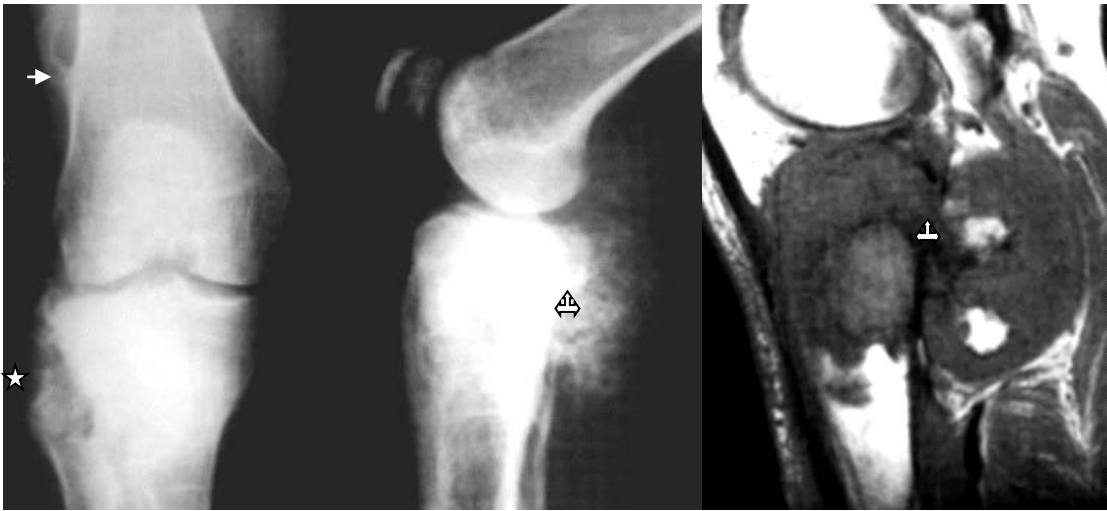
Рентгенограми в прямій і бічній проекціях і МРТ T233 у сагітальній площині. Вторинна хондросаркома, що розвилася з кістково-хрящового екзостоза (зірочка) – в епіметафізі великогомілкової кістки визначається масивна ділянка пухлинного кістковоутворення, яке виходить з екзостоза та розповсюджується в м'які тканини. На МРТ чітко візуалізується інфільтрація кісткового мозку, деструкція кортикального шару та м'якотканинний компонент – потрійна стрілка (за Helms С.А)
